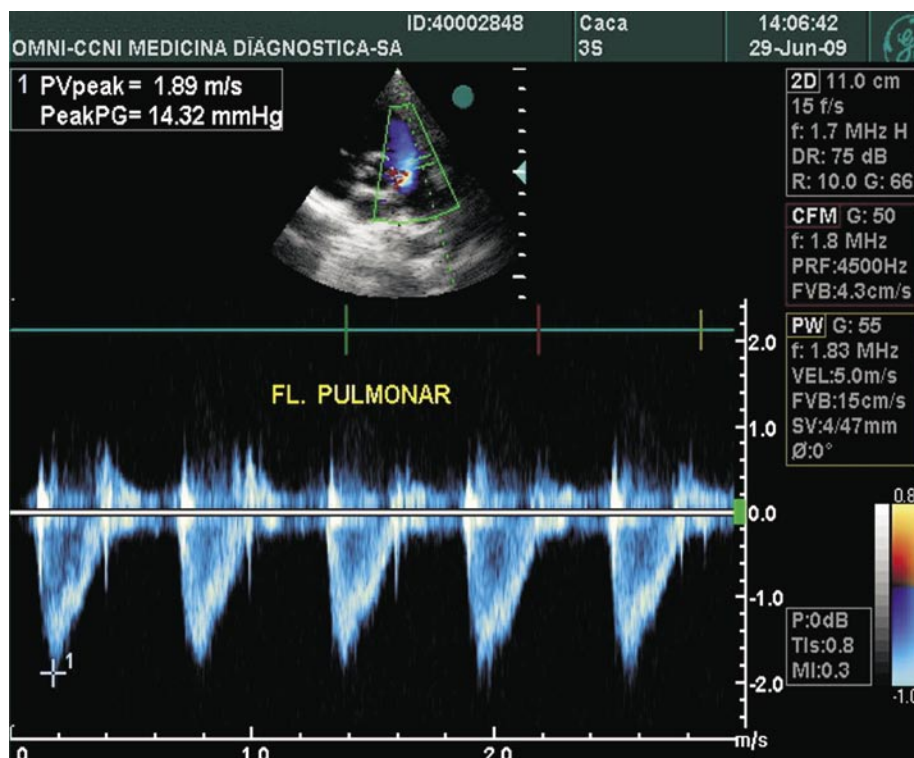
Estudo com Doppler do fluxo pulmonar mostrando discreto gradiente transvalvar de 14mmHg
